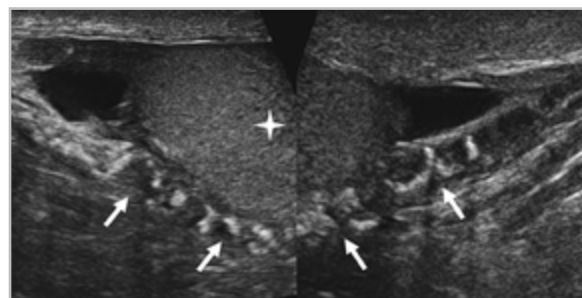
УЗИ мошонки того же пациента. Продольная проекция. Совмещенный рисунок верхнего (слева) и нижнего (справа) концов яичка (астерикс). Диффузная массивная кальцификация в виде колец и полуколец придатковой (яичковой) части СВП (стрелки)
